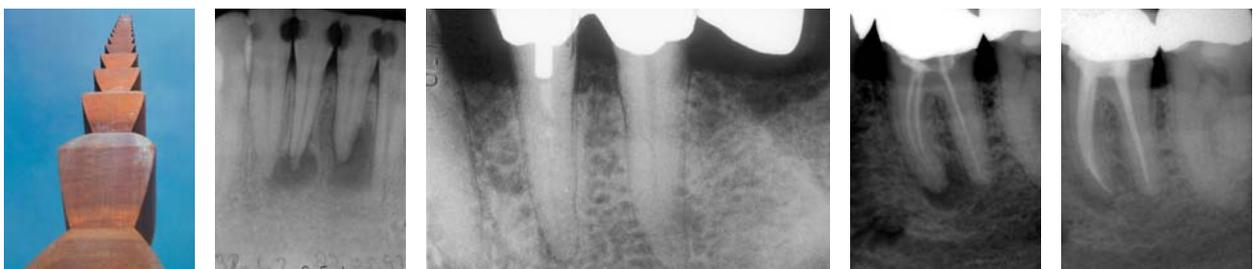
Eindrucksvoll symbolisiert diesen ewigen Prozess endlosen Fortschritts die „unendliche Säule“ von Brancusi, einem bekannten Bildhauer des 20. Jahrhunderts. – Abb. 2: Beherdete Zähne. – Abb. 3: Devitaler Zahn ohne ausgeprägte apikale Symptome. Wann erwacht dieser „Schläfer“? – Abb. 4: Zwei Jahre zuvor „ausreichend und wirtschaftlich“ wurzelbehandelter Zahn. Das Röntgenbild offenbart Zeichen eines Misserfolgs. – Abb. 5: Der Zahn aus Abbildung 4 ein Jahr nach kompromissloser endodontischer Behandlung. Die periapikale Läsion ist knöchern ausgeheilt.
